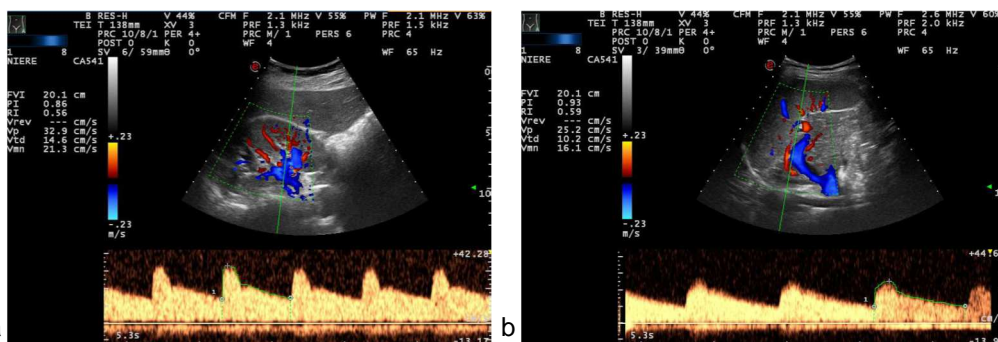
Bsp für duplexsonographische RI-Messung in Niere (a) / Milz (b)
